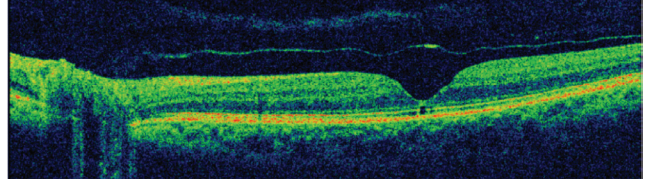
Olgu 2; 3 boyutlu spektral domain optik koherens tomografide, maküla üzerinde posterior hyaloid membran trasesinde operkulum izlenmekte
